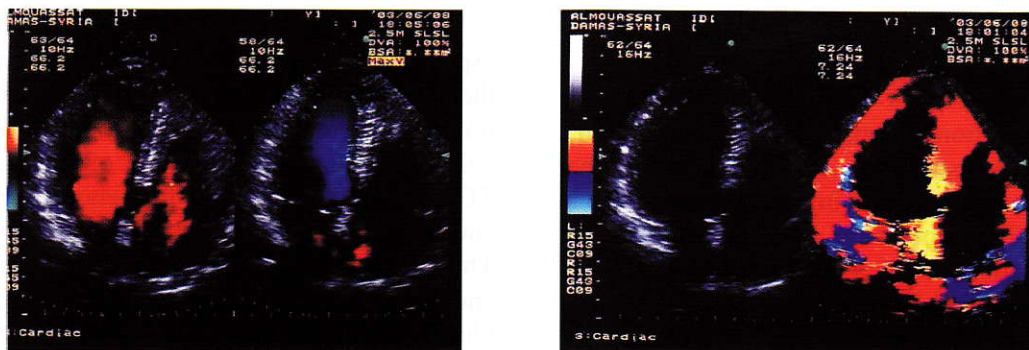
A demonstration of the difference between the Doppler flow of the mitral value using traditional Doppler mapping (left) and moving walls of the left ventricle
